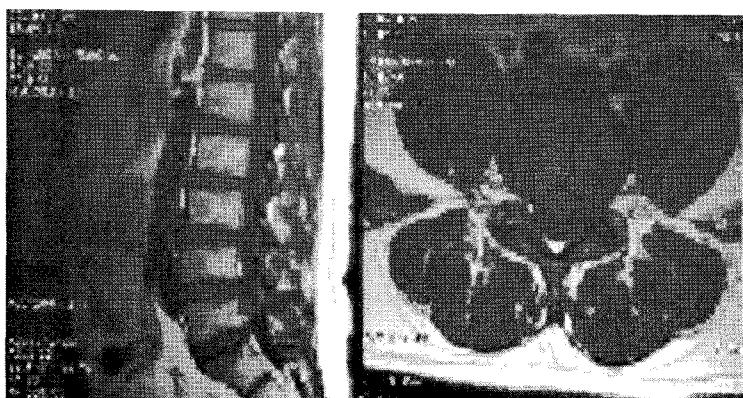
T1-weighted image with Extruded disc at L5-S1
